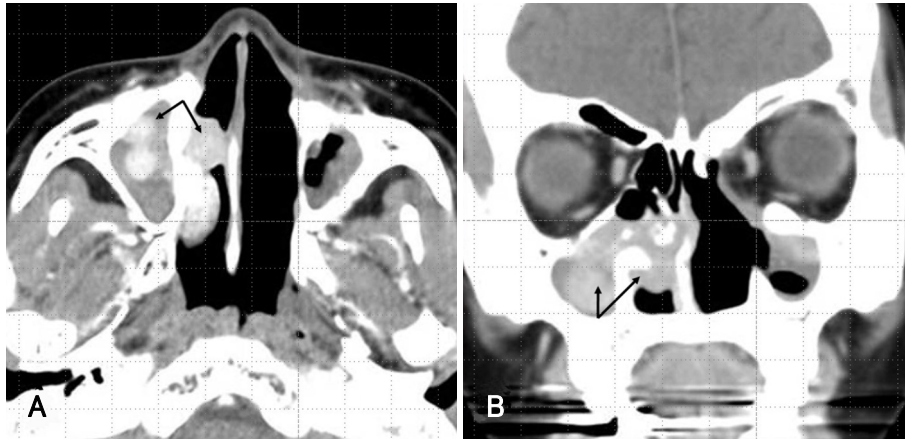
Axial (A) and coronal (B) view of CT scan taken before 4th operation. It shows well enhancing mass (arrow) in the right maxillary sinus and right inferior turbinate, and thickening of the medial wall of the right maxilla.
